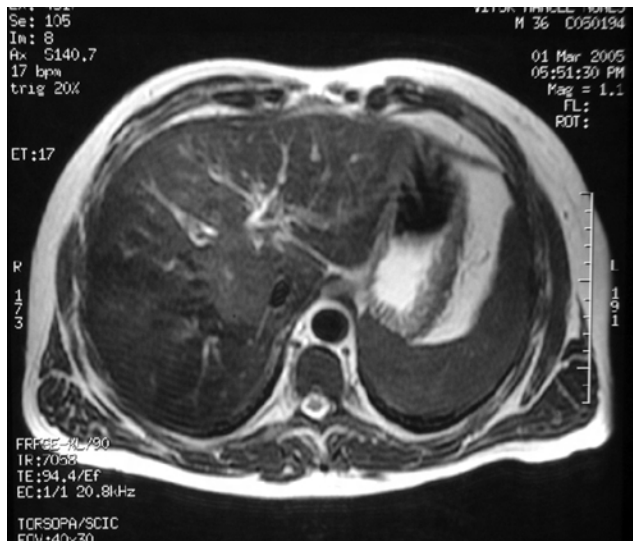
Imagem de ressonância magnética nuclear hepática que apenas revela aspectos de esteatose hepática.
